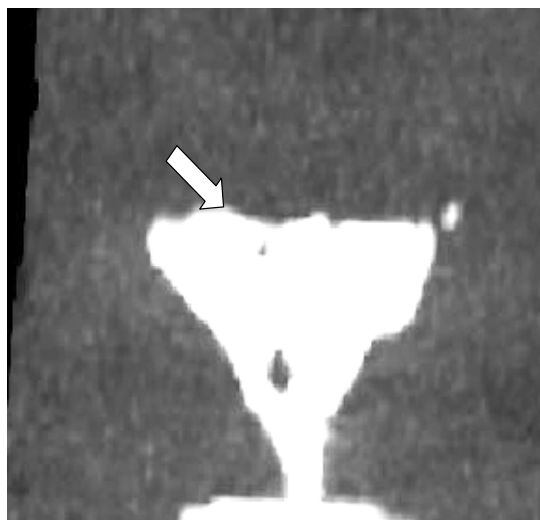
МСКТ-ГСГ у пациентки с двусторонней непроходимостью маточных труб в проксимальных отделах (стрелкой указана полость матки)
